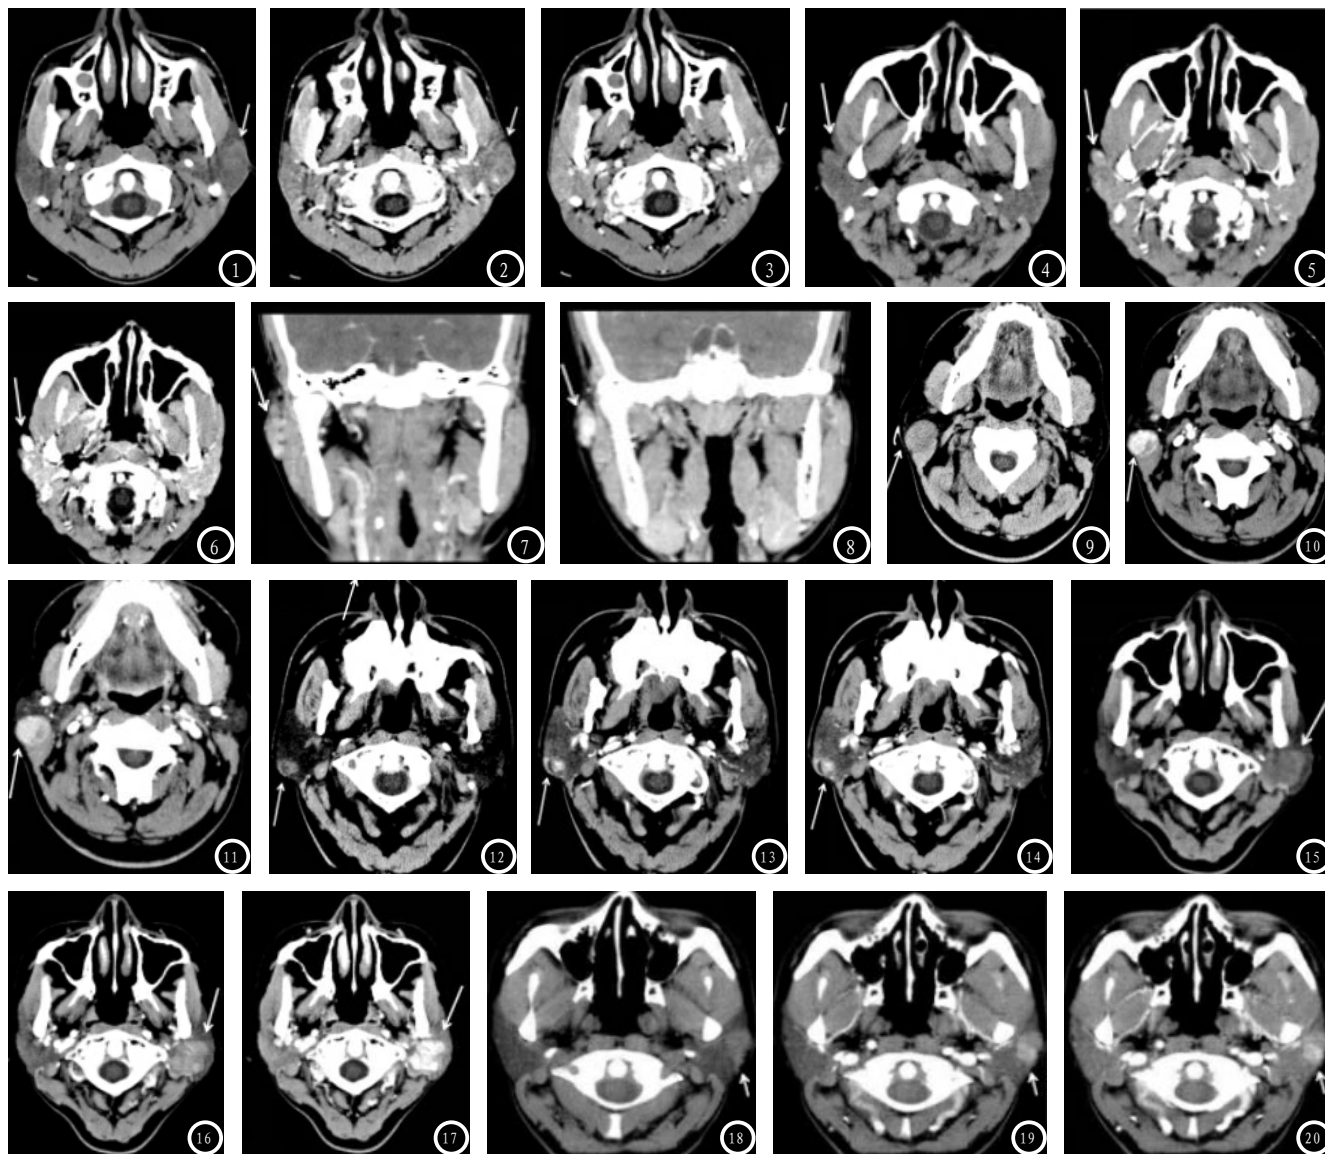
左腮腺混合瘤，男，32岁，左侧腮腺浅叶椭圆形结节，边缘光滑，平扫呈不均匀稍高密度（图1）、增强扫描呈轻中度渐进性强化（图2-3）。图4-8 右腮腺混合瘤。女，42岁，右腮腺浅叶与皮肤间分叶状结节，平扫呈等密度（图4），增强扫描（图5-8，图7、图8为冠状位）呈渐进性明显强化，部分CT值达201Hu，边界清楚，周围见点、条状小血管影（图5、图6）。术前误诊为血管瘤。图9-11 右腮腺浅叶腺淋巴瘤，男，40岁，位于浅叶后下极，平扫呈高密度（图9），增强扫描动脉期明显强化（图10），静脉期强化减退，可见囊变区（图11）。图12-14 右腮腺基底细胞瘤腺瘤：男，58岁，右腮腺浅叶后部高密度结节，密度不均（图12），增强扫描明显不均匀强化，内见裂隙状低密度影（图13-14）。图15-17 左腮腺良性肌上皮瘤：女性，47岁，左侧腮腺不规则高密度肿块，跨叶生长，分叶状（图15），增强扫描显著渐进性强化，内见条状低密度区（图16-17）。术前误诊为混合瘤。图18-20 左腮腺粘液表皮样癌：女性，51岁，左侧腮腺浅叶结节，边缘清楚、不光滑，轻度分叶状，平扫呈高密度（图18），增强扫描呈中度持续性强化（图19-20）。术前误诊为良性混合瘤。
